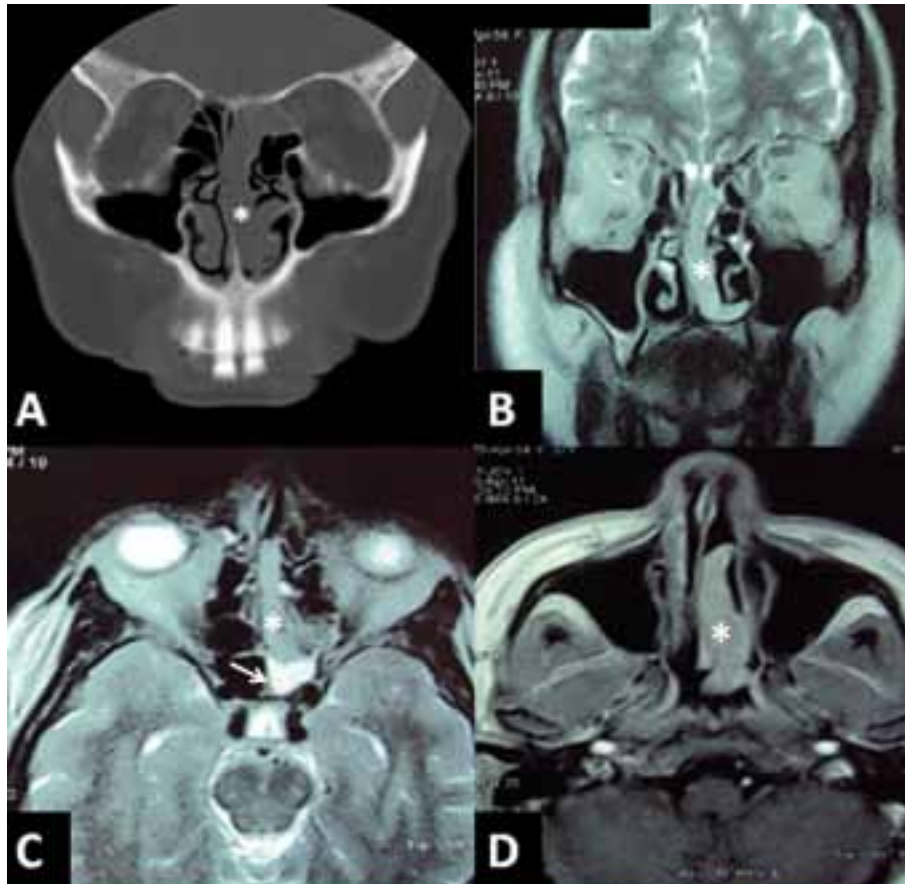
TC simple de SPN corte coronal (A), RM en T2 (B, C) y T1 contrastado (D). Muestran lesión de tejido blando, de aspecto polipoide que se extiende desde la fosa nasal izquierda hacia la coana (asterisco), con presencia de secreciones en celdillas etmoidales (flecha), con captación del medio de contraste.
